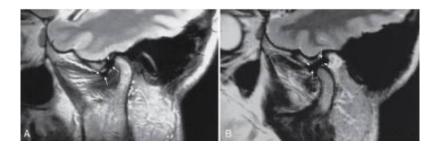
Resonancia nuclear magnética. Se observa el disco articular a boca cerrada.
